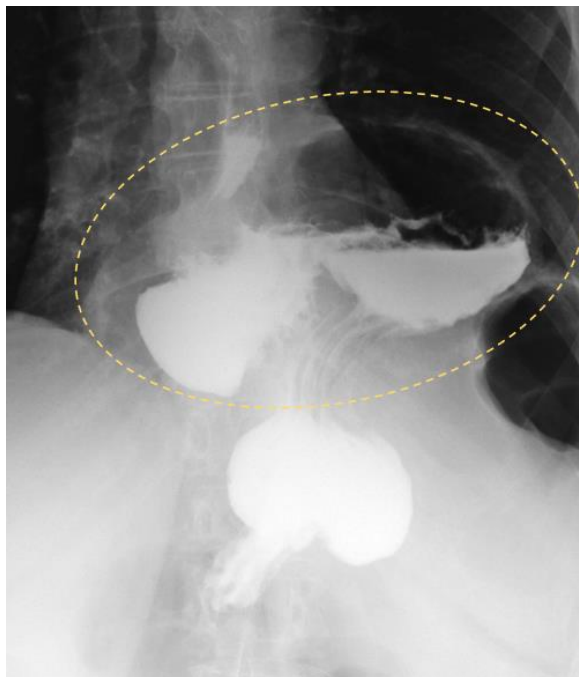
Рентгенологічне дослідження шлунку з сумішшю бірію. Тотальна шлункова ПЕГ (окреслено овалом).
